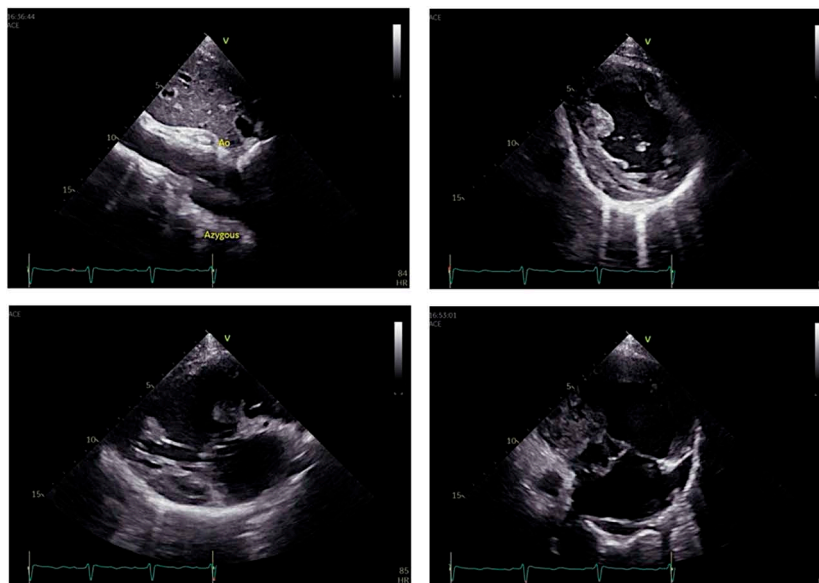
Chest X-ray (A) and echocardiography (B) on emergency admission.
